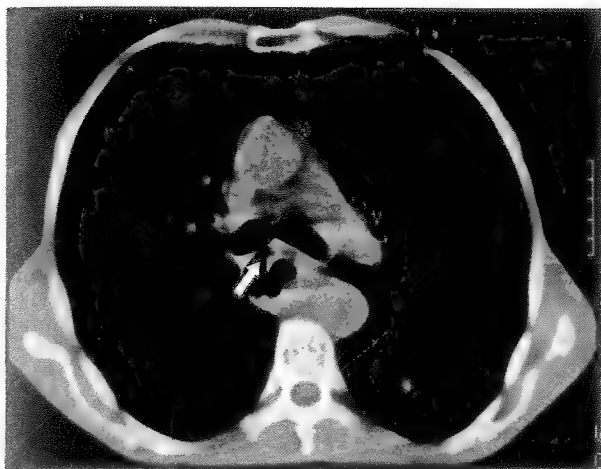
CT toracic. Se remarcă tumoră importantă la nivel esofagian, cu traiect fistulos eso-bronșic.
